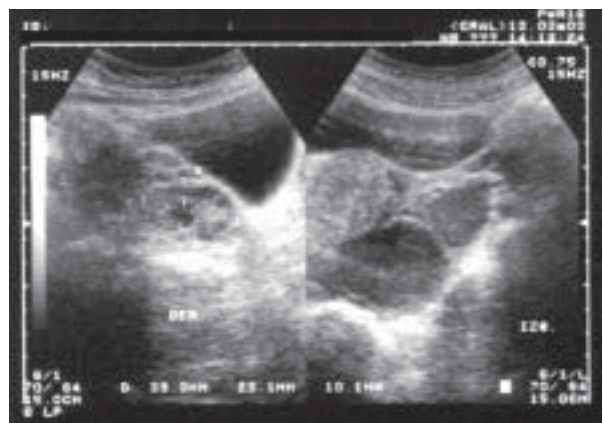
Ecografía ginecológica. Ambos ovarios con imágenes quísticas heterogéneas. Endometrioma bilateral
